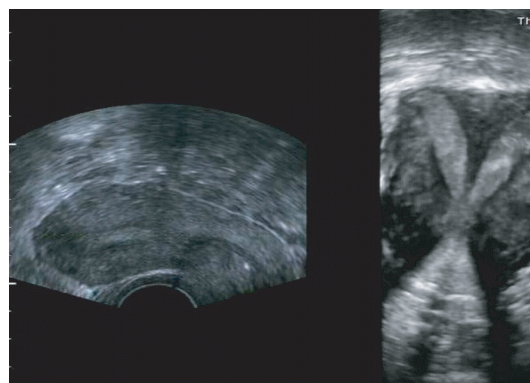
X 形内膜纵隔子宫三维超声冠状面声像图
